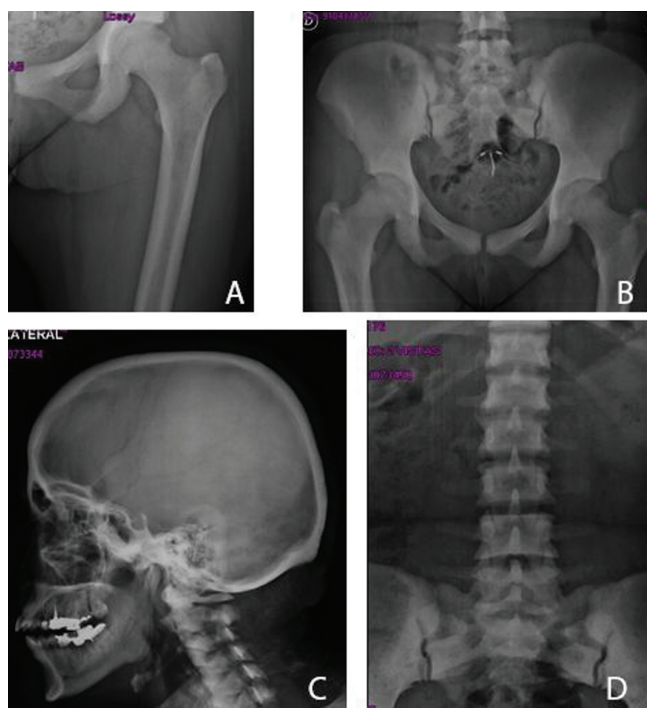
A. Fémur: Incremento de la densidad mineral ósea a nivel de la diáfisis, sin trastorno del modelamiento óseo, disminución del canal medular. B. Radiografía de pelvis SP, notorio incremento de densidad ósea en sacro y del hueso iliaco especialmente alrededor de las articulaciones sacro-iliaco y periarticular. Además se observa aumento de densidad ósea a nivel del 1/3 superior de fémures. C. Radiografía cráneo-lateral: a nivel de calota, maxilar inferior, cuerpos vertebrales cervicales y las apofisis espongias, se observa aumento de densidad ósea. D. Radiografía columna lumbosacra lateral: incremento de la densidad ósea de cuerpos vertebrales, sacro y huesos iliacos.
